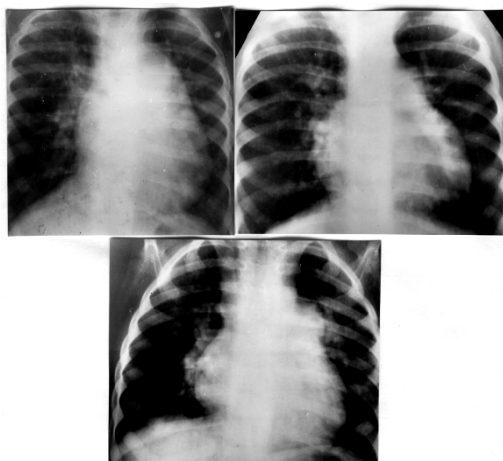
Рентгенологическая картина при ОАП с различной степенью легочной гипертензии (вверху слева – 1 ст., справа – 2 ст., внизу – 3 ст.)
